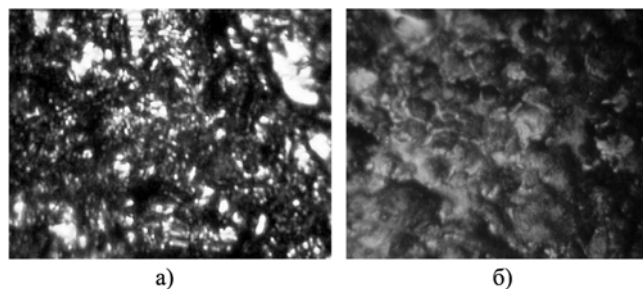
Поверхностная структура оксидных покрытий, полученных на титановых (BT16) имплантатах при продолжительности паротермического оксидирования 3 ч и различной температуре: а) при температуре 450 °C; б) при температуре 550 °C (x 300)
